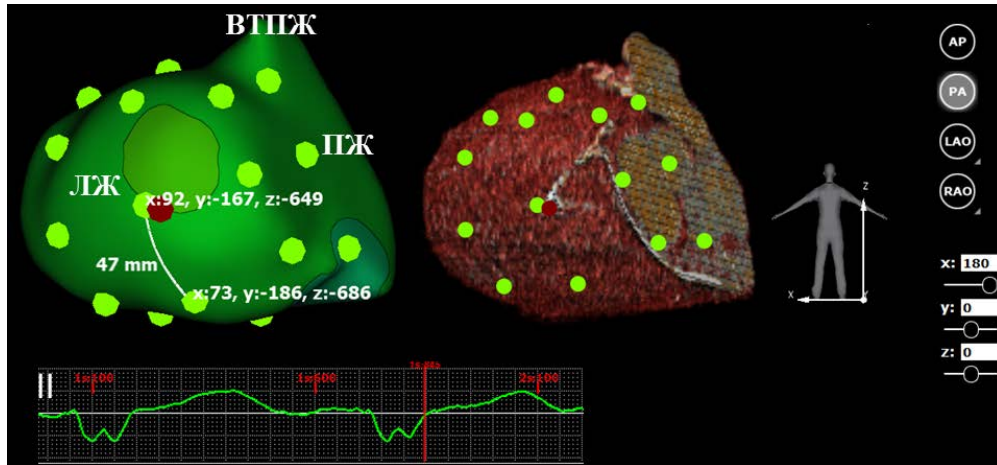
Измерение ширины сегмента ЛЖ на 3D сегментарной модели эпикарда желудочков (47мм). Слева — изопотенциальная карта на эпикардиальной модели желудочков. Справа — КТ модель в режиме “heart”. Красным маркером обозначен стимулирующий полюс ЛЖЭ. Ярко зеленые маркеры — условные границы сегментов ЛЖ на эпикардиальной модели желудочков.
